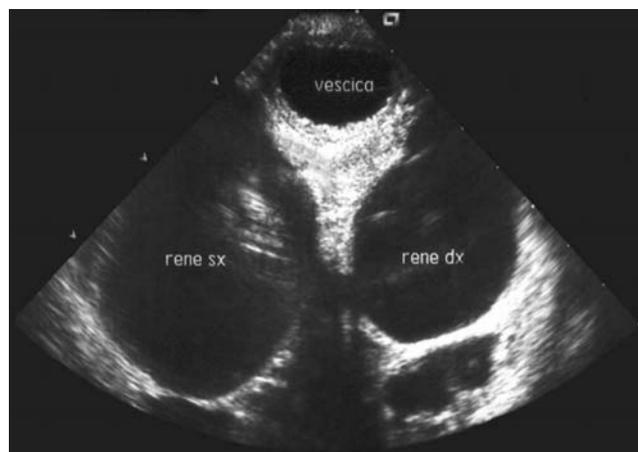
Idronefrosi. Lo studio ecografico prenatale evidenzia marcata dilatazione di entrambe le pelvi senza evidenza di parenchima renale
